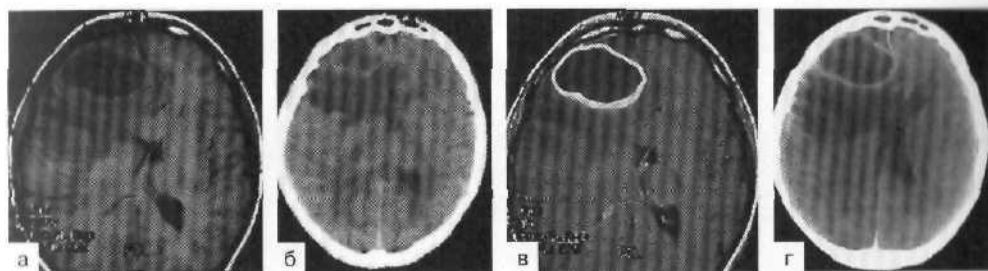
Возможности МРТ (слева) и КТ (справа) при диагностике абсцесса головного мозга.
